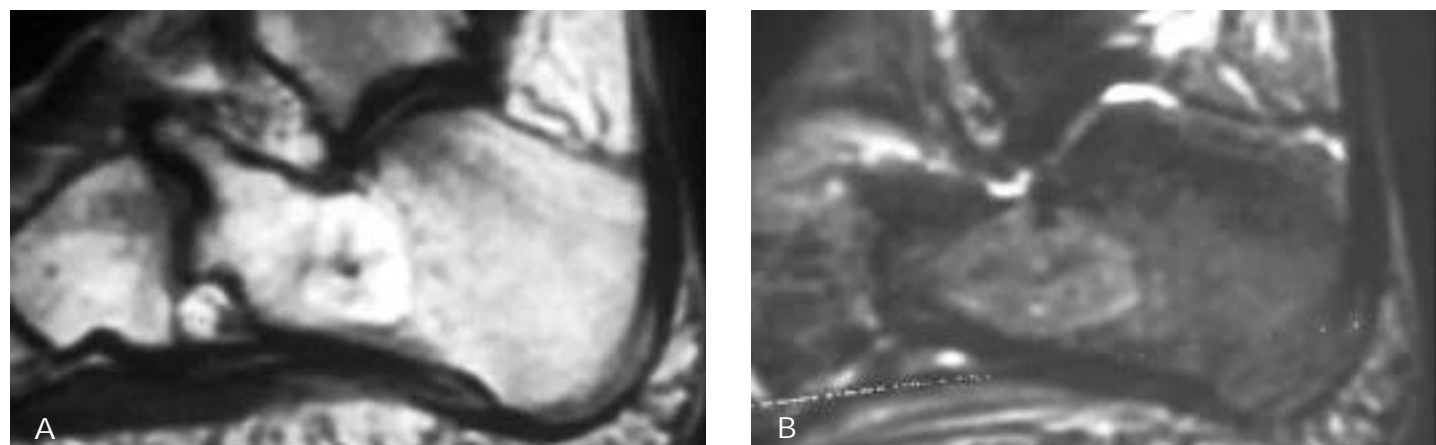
Lipoma intraóseo. a y b) Los tumores provenientes del tejido graso son lesiones raras. La manifestación en RM es casi específica al presentar alta IS en SET1 y baja en SET2.
